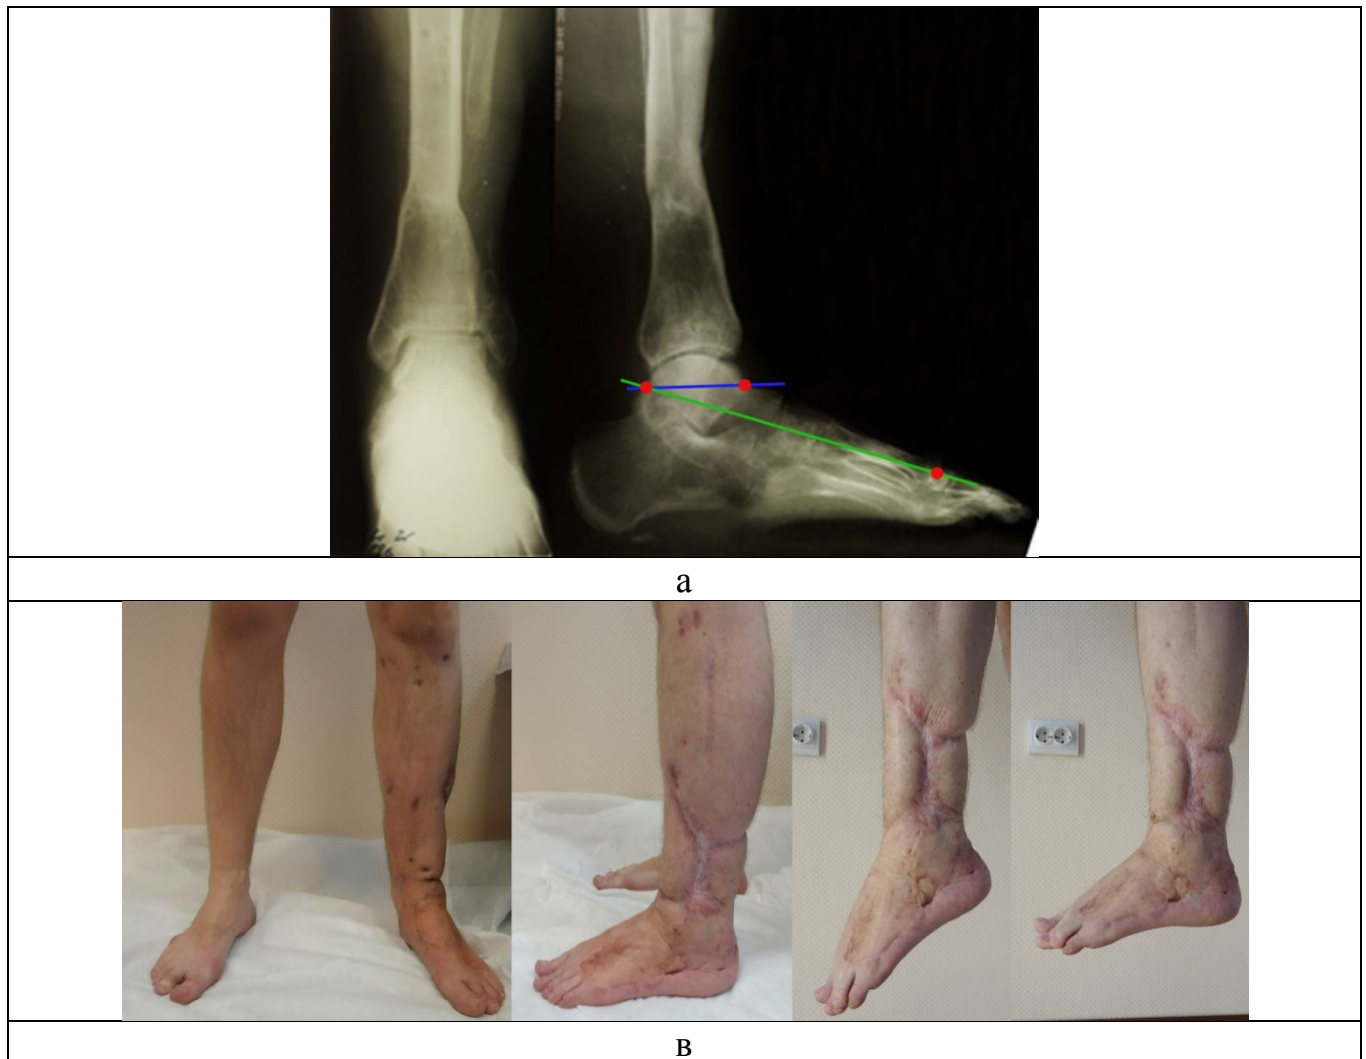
Фотографии и рентгенограммы пациента П. через 12 мес. после демонтажа АВФ: а – рентгенограммы с нагрузкой в прямой и боковой проекциях; в – фотографии функции стопы
